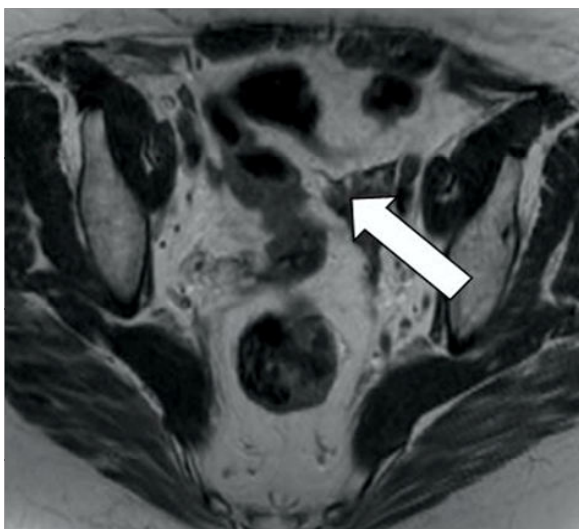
Imagen axial de resonancia magnética ponderada T2. La flecha señala la ubicación de la tumoración ovárica.
